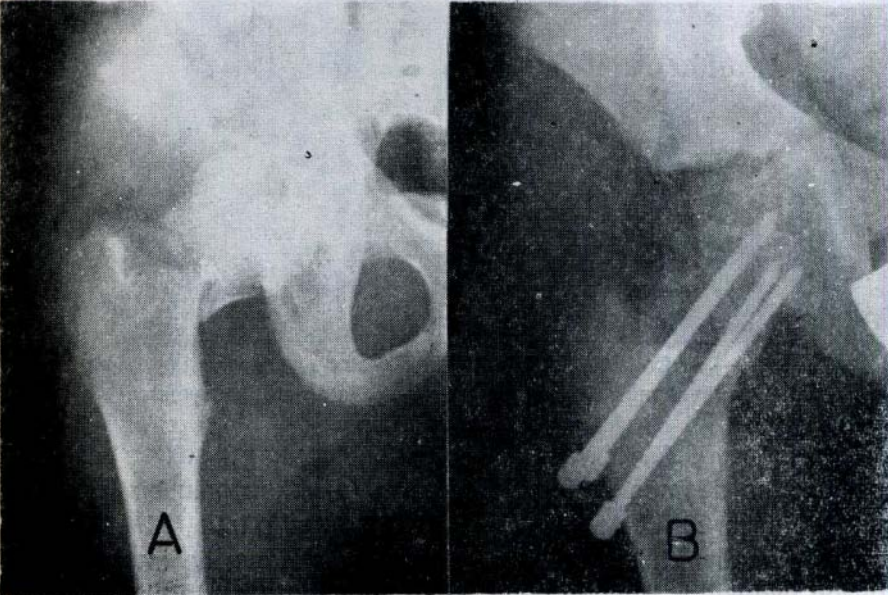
18 — Ameliyat öncesi radyografisi Resim 2 de görülen vaka, femur diyafizindeki kırığın plak ve dört vida, femur boynu kırığı dört Knowles vidası ile tedavi edildikten sonra iyileşmiş durumda.
